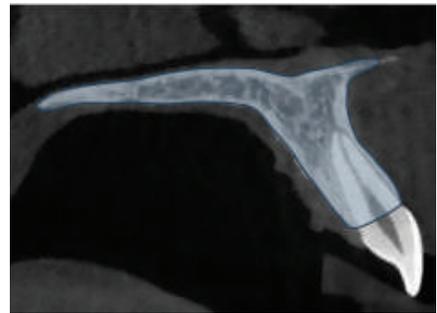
Esempio di CBCT all'arcata superiore per pianificazione di inserzione delle miniviti palatali
